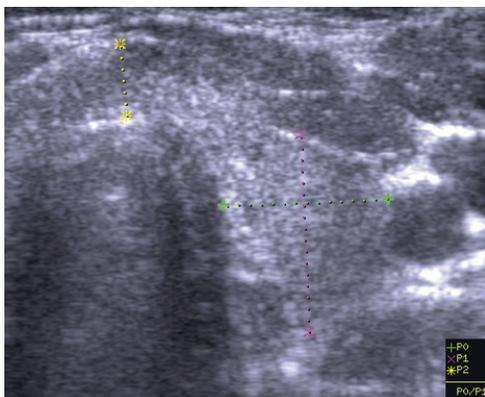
Пациентка А., 43 г., УЗИ (левая доля, поперечная проекция и перешеек). Умеренной выраженности диффузная гипозоногенность в латеральной части доли, преобладание изоэхогенной ткани с медиальной стороны, единичные точечные гипозоногенные включения.
